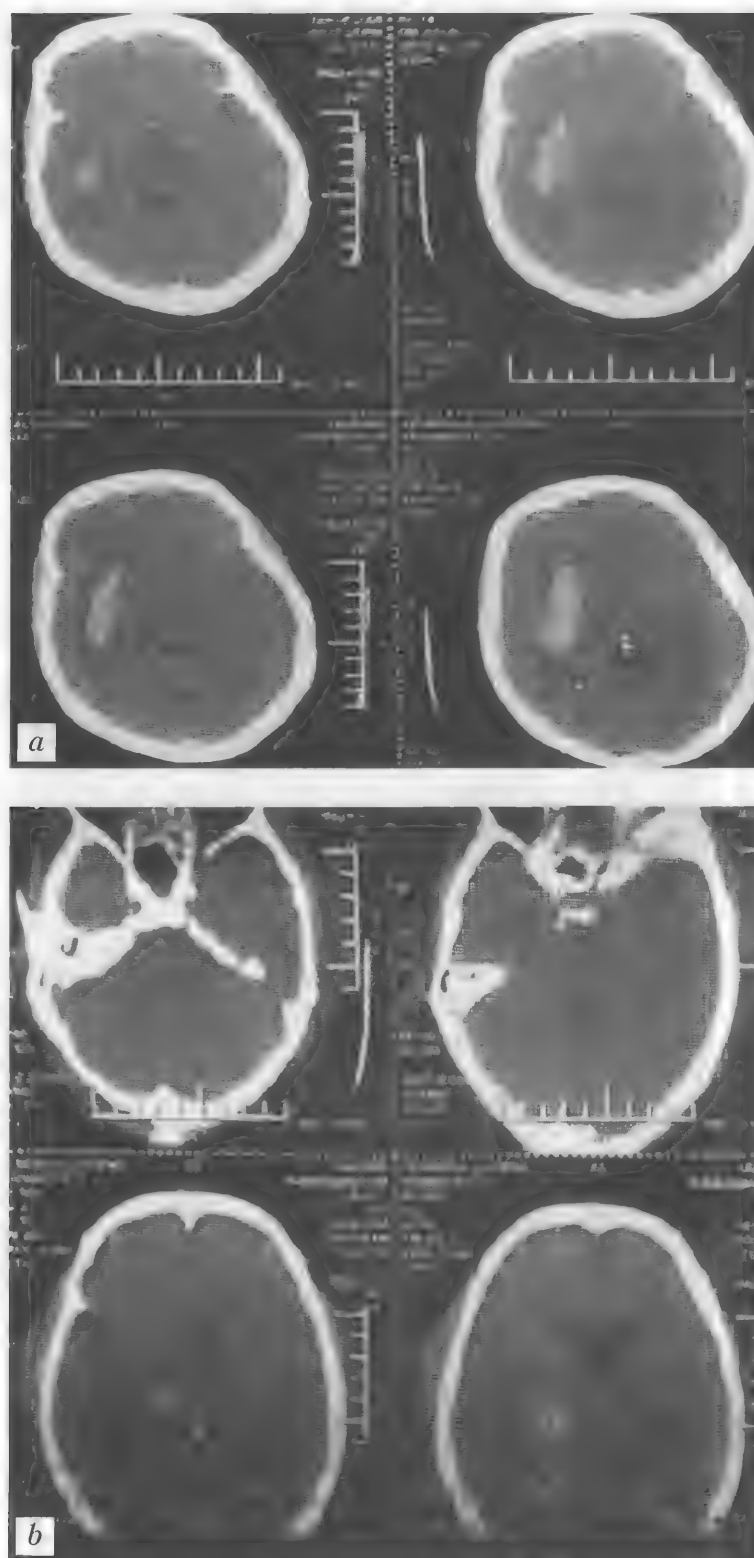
Больной У., 67 лет. КТ головного мозга до и после пункционного удаления трехдневной гематомы с применением фибринолитика: до операции — *a*; после операции — *b*
